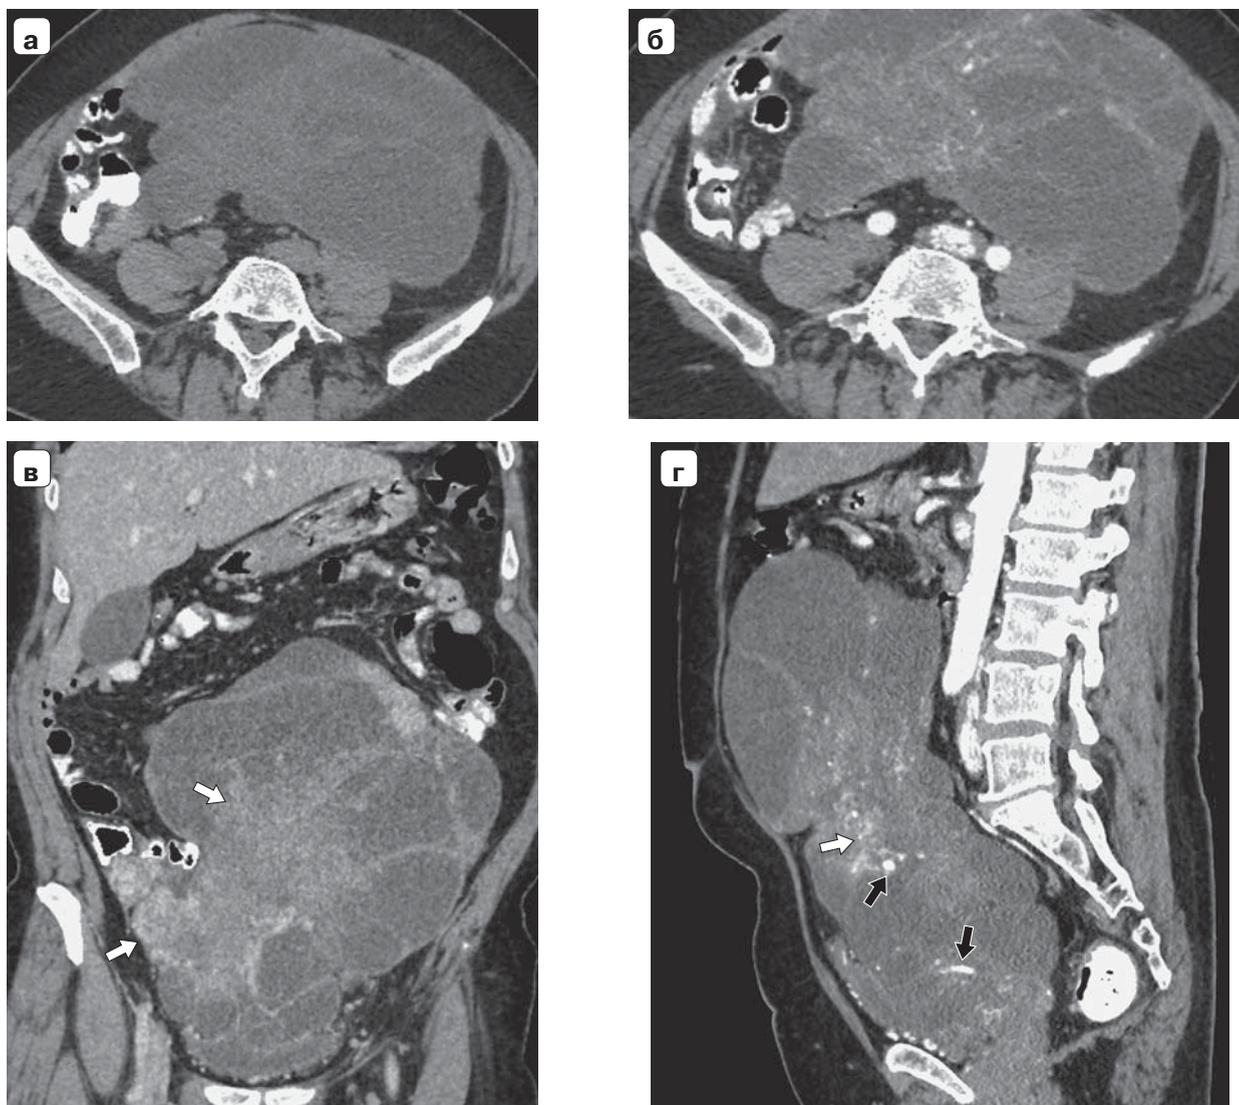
МСКТ-изображения органов брюшной полости с контрастным усилением. а – нативное сканирование, аксиальный срез; б–г – артериальная фаза, аксиальный срез (б), коронарная (в) и сагиттальная реконструкции (г). Визуализируется крупная кистозно-солидная опухоль с четкими бугристыми контурами, занимающая практически всю полость таза и распространяющаяся вверх до уровня L₁-позвонка. После контрастирования отмечается накопление контрастного препарата солидным компонентом опухоли и стенками кистозного компонента опухоли (белые стрелки), в структуре опухоли видны тонкие артериальные сосуды (черные стрелки).
